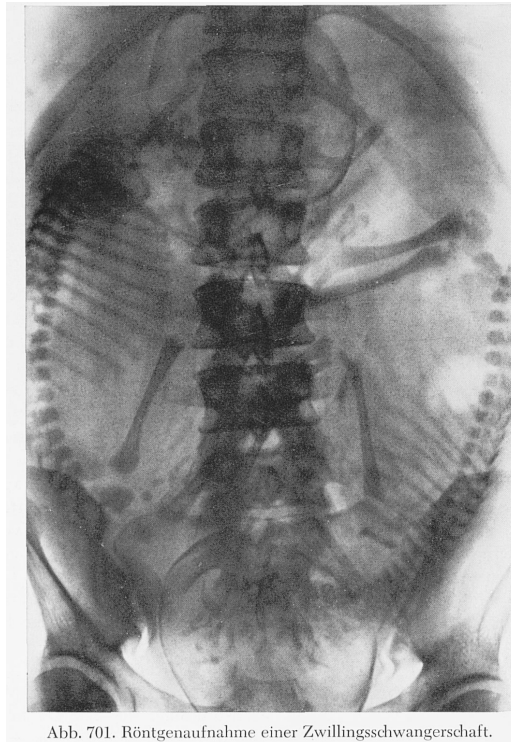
Röntgenaufnahme einer Zwillingschwangerschaft.
